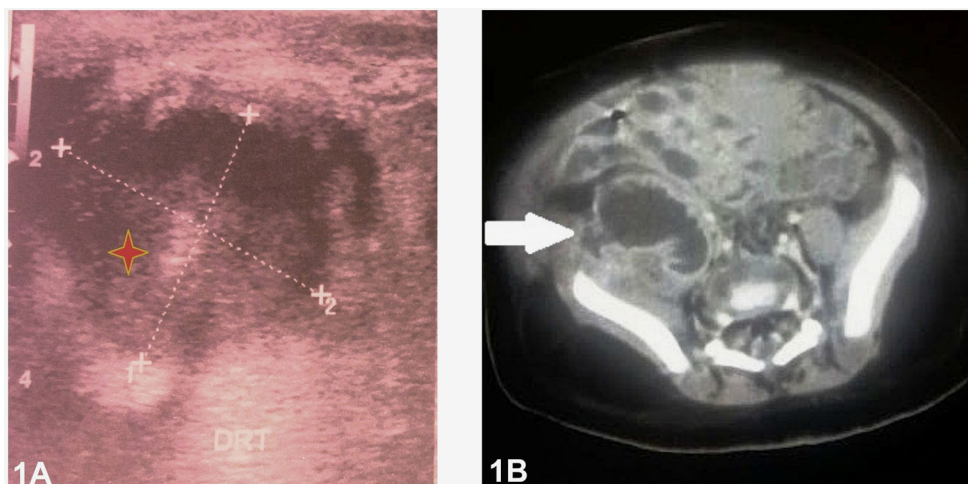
A. échographie de hanche droite avec balayage abdominal, montrant (en étoile) une collection hypoéchogène, hétérogène, bien limitée, mesurant 3 cm de grand axe, non vascularisée au doppler couleur, sans épanchement intra-articulaire ; B. tomodensitométrie abdominopelvienne en coupe axiale montrant (en flèche) une collection hypodense du muscle psoas iliaque droit contenant des cloisons à paroi rehaussée après le produit de contraste
